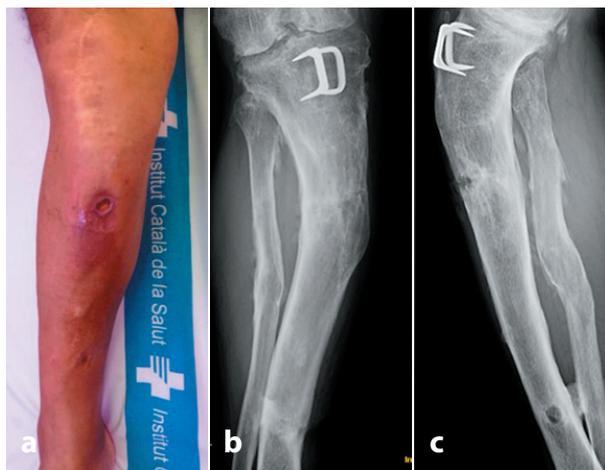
Osteomielitis postraumática tipo III-BL. Fístula cutánea (a). Radiografía simple (b).
